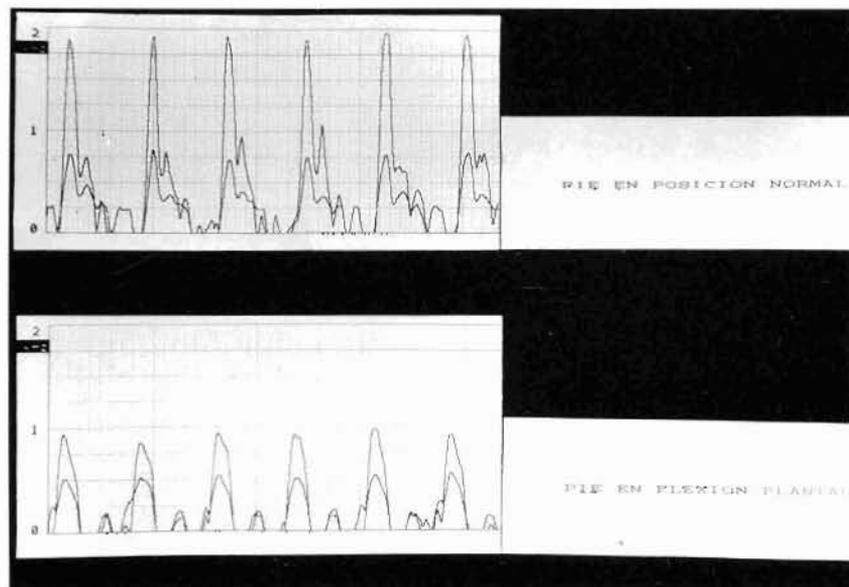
Estudio Doppler en el primer caso clínico. Se aprecia una considerable disminución del flujo pedio al realizar la flexión plantar forzada.
